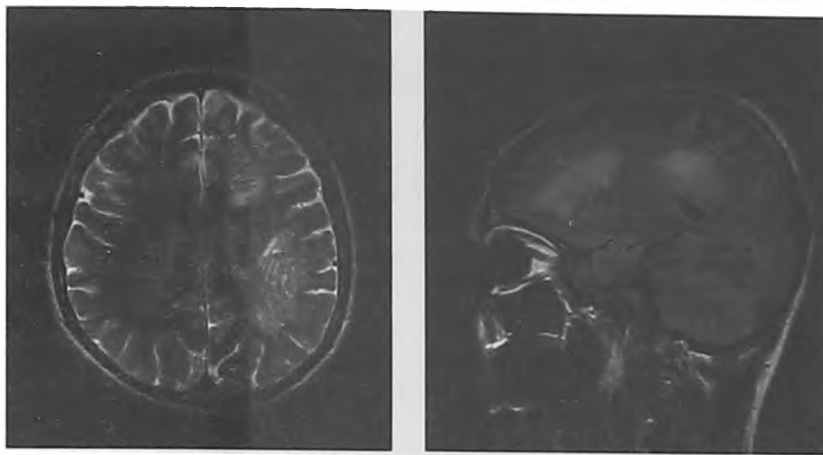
МРТ головного мозга – клинический случай № 2 (1,5 месяца заболевания)
